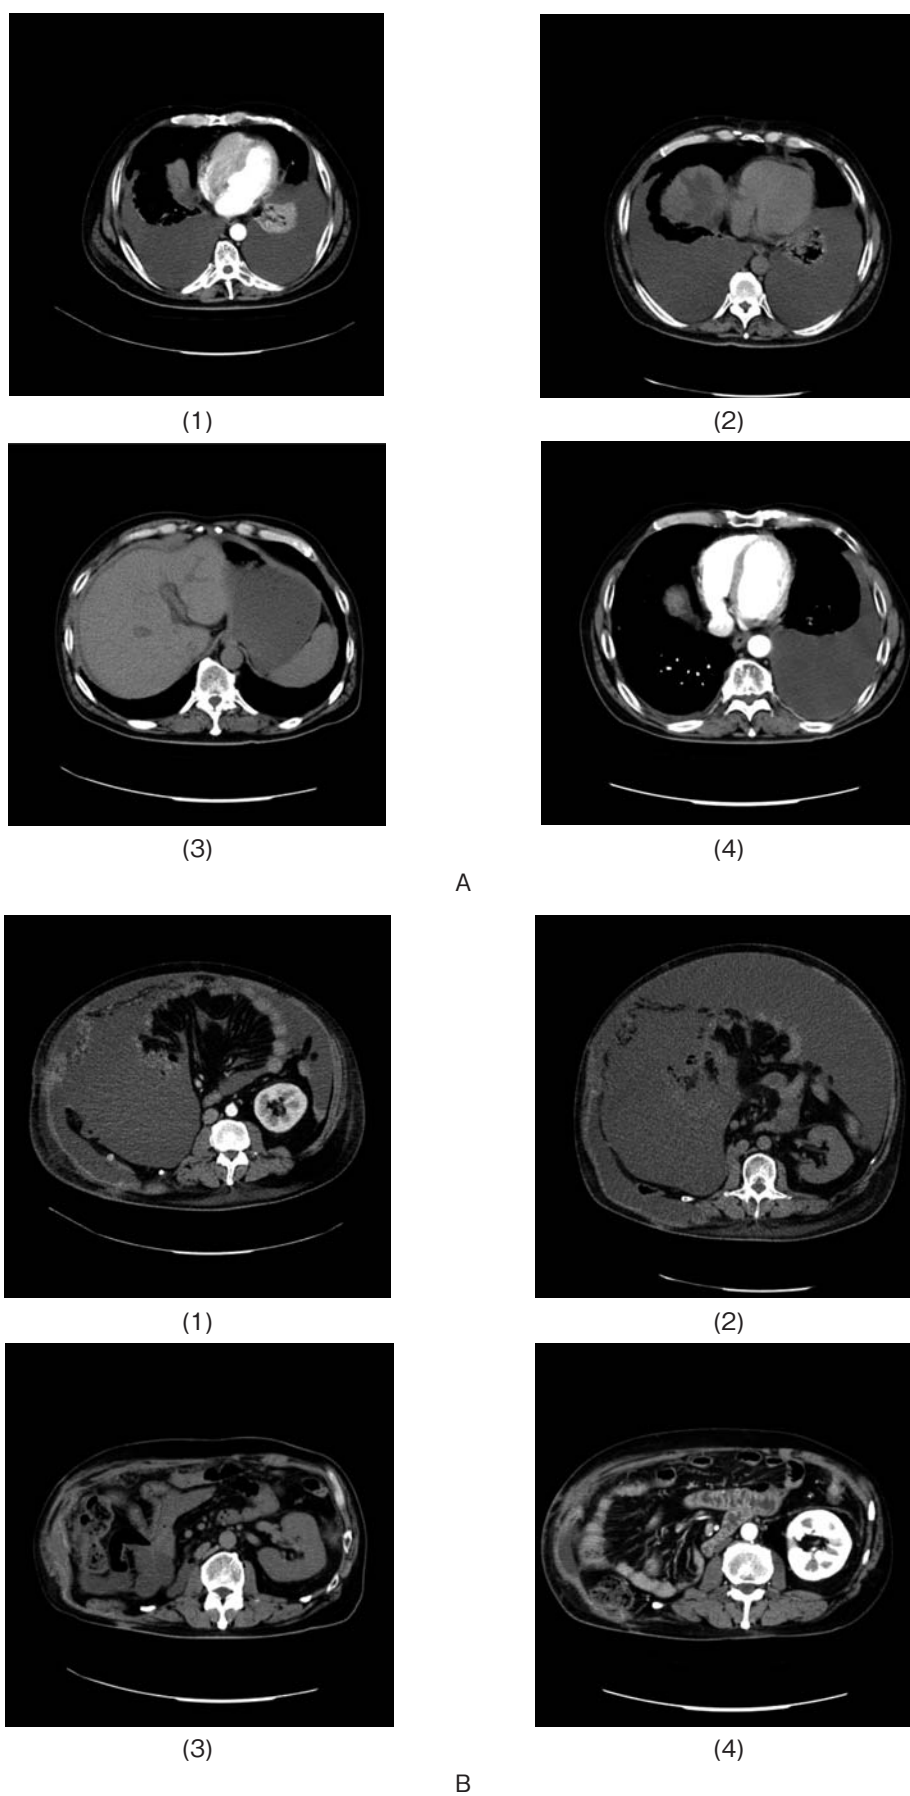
CT scan images before treatment (1), 1 month after Sunitinib (2), 6 months after Axitinib (3) and 18 months after Axitinib treatment. (4) A) Pleural effusions at lower chest level. B) Ascites at kidney level.
